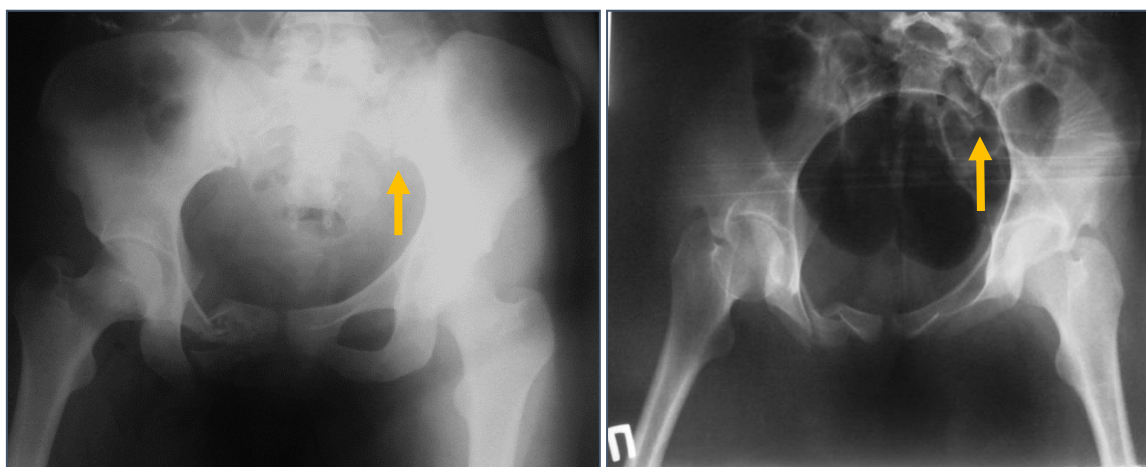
Рентгенограммы таза больной С. 18 лет(и/б № Н2013-2216). Полифокальное повреждение тазового кольца. Перелом лонной и седалищной кости справа. Перелом боковых масс крестца слева.
